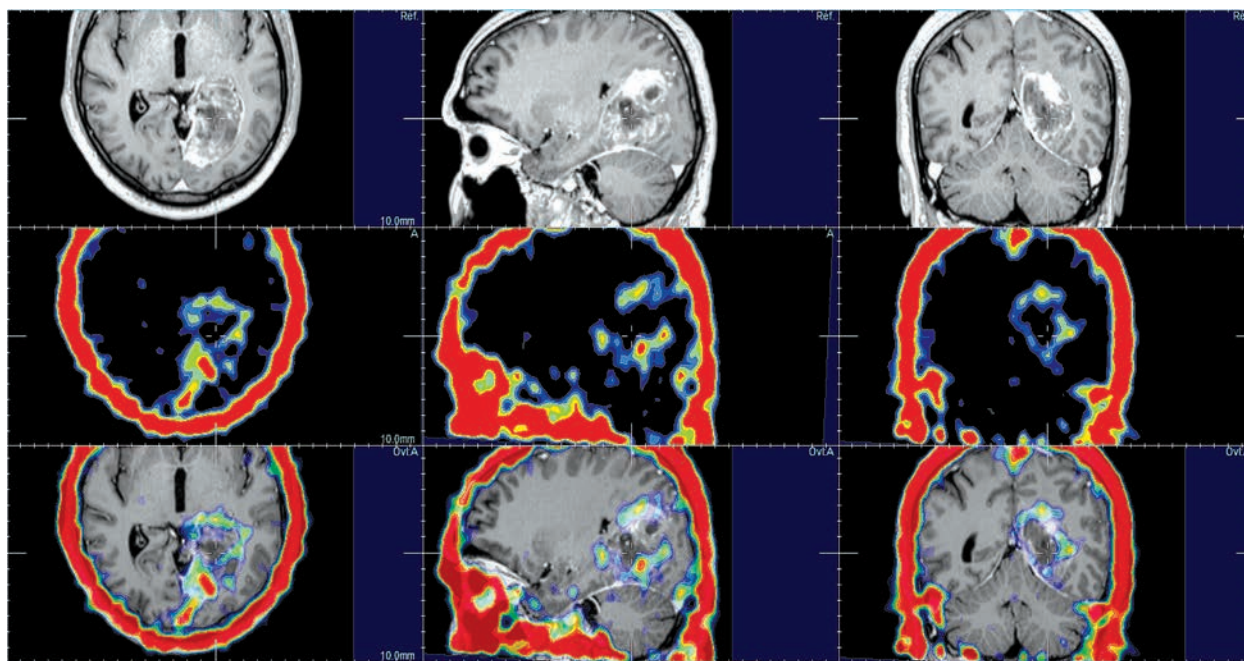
Хворий Р. (спостереження № 122) з мультиформною гліобластою лівої тім'яно-потиличної ділянки. Інтегровані дані ОФЕКТ та МРТ T1-зважених зображень з внутрішньовенним контрастуванням, в аксіальній, сагітальній та корональній проекціях. Невідповідність даних щодо нагромадження РФП та МР-контрастної речовини (^{99}Tc -пертехнетат)
